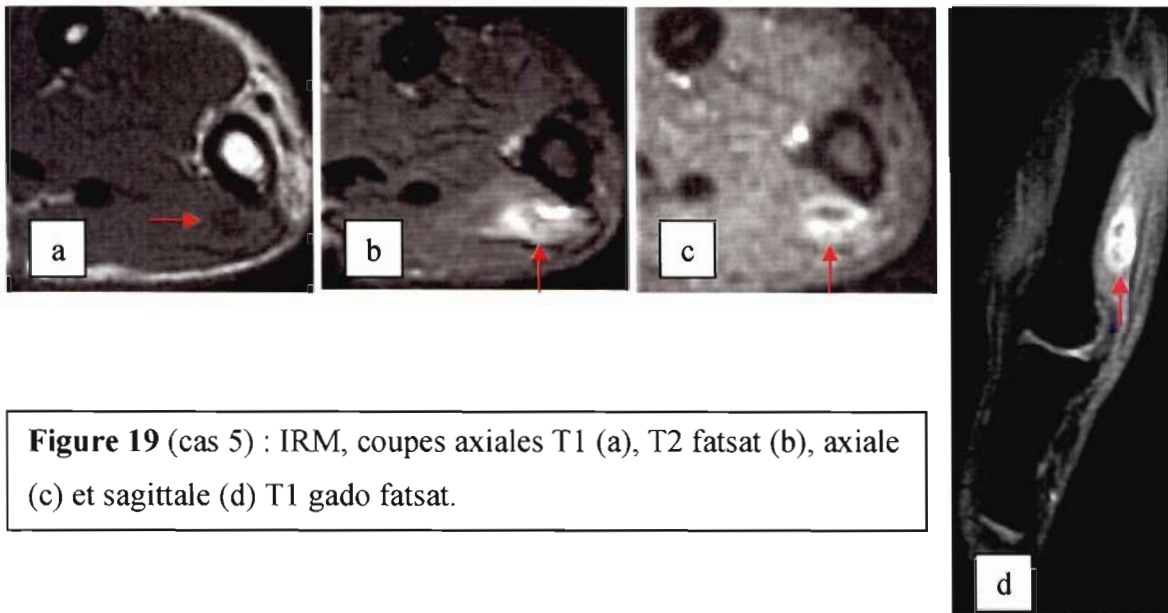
(cas 5) : IRM, coupes axiales T1 (a), T2 fatsat (b), axiale (c) et sagittale (d) T1 gado fatsat.
